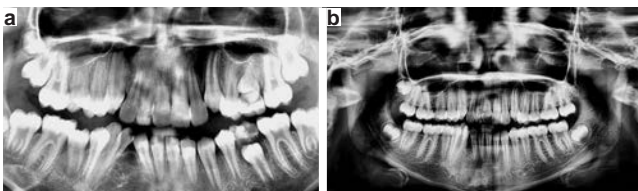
Radiografías panorámicas comparativas pre y posoperatorias de la cicatrización del tejido óseo.
